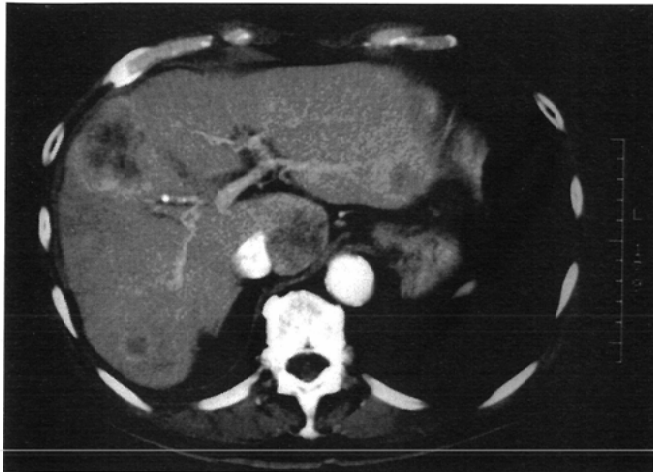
Multiple liver nodules in a 74-year-old man. Multiple liver nodules found at another hospital were treated by percutaneous ethanol injection therapy under a tentative diagnosis of hepatocellular carcinoma (HCC). However, the nodules became uncontrollable, and the patient was referred to our hospital. On dynamic CT, the multiple nodules showed moderate peripheral enhancement with central necrosis and peripheral nodularities (A). These findings suggested metastatic liver tumors, especially metastasis from adenocarcinoma, rather than HCC. Multiple tiny conglomerated lymph nodes (arrowheads) can be seen in the transverse mesocolon (B). On the slice 1 cm below, focal mural thickening of the transverse colon is indicated, but differentiation from the physiologic spasm (Cannon's point) is difficult without lymph node abnormalities (C). Liver metastasis from transverse colon cancer was suspected, and advanced cancer was confirmed on barium enema.
